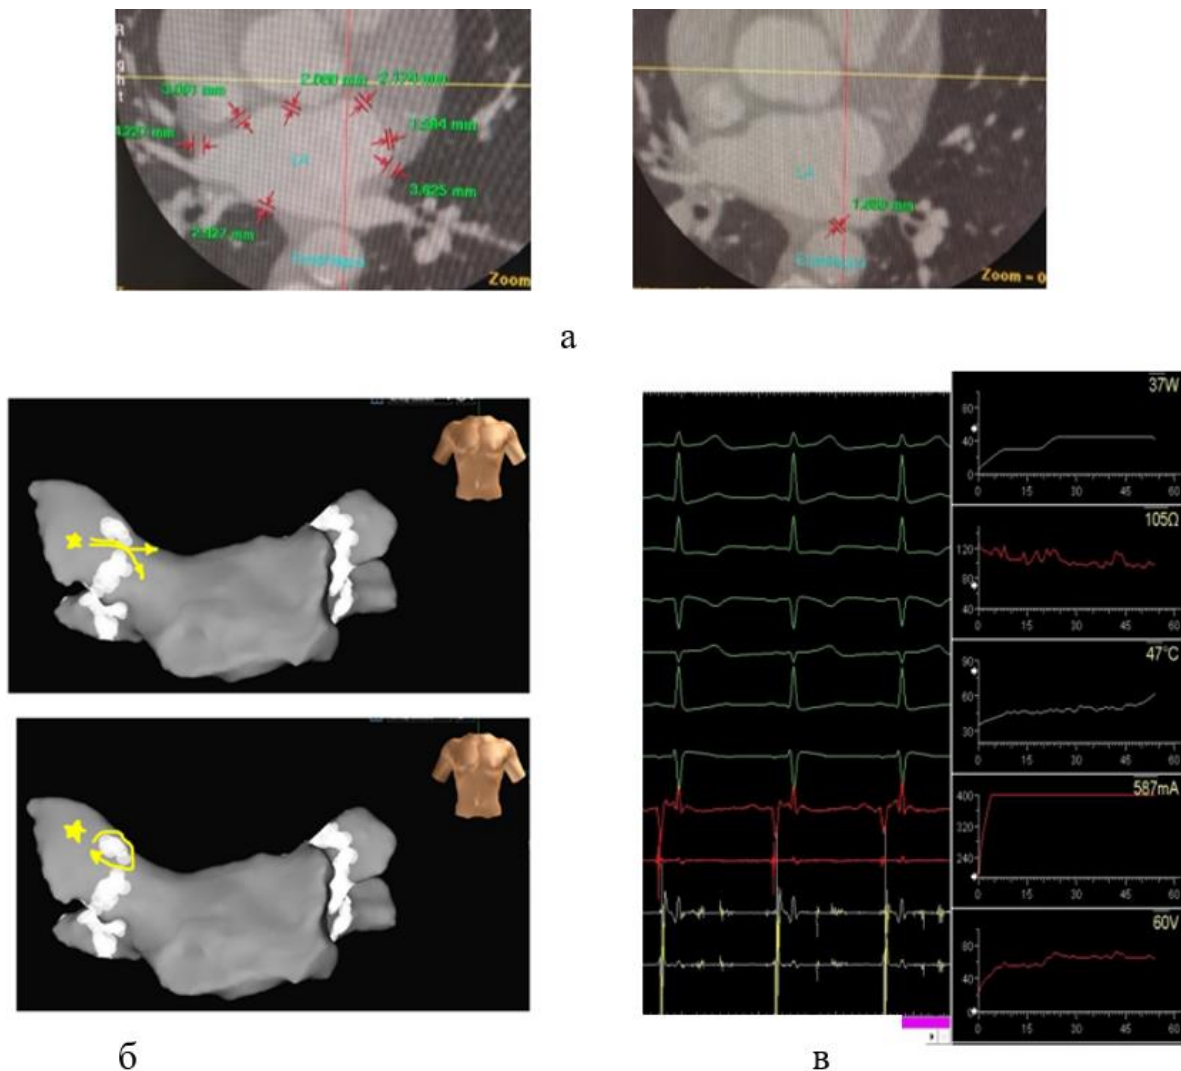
Приклад використаних у роботі методів отримання об'єктивних клінічних даних: а – комп'ютерні томограми з вимірюванням морфологічних характеристик міокарда (товщина стінки лівого передсердя, відстань від задньої стінки серця до стравоходу, діаметр легеневих вен); б – електроанатомічна карта лівого передсердя пацієнта з відображенням точок РЧКА та причини рецидиву аритмії через розімкнутість блокувальної лінії; в – графіки автоматичної фіксації параметрів РЧКА (потужність, температура, імпеданс, тривалість абляції)
